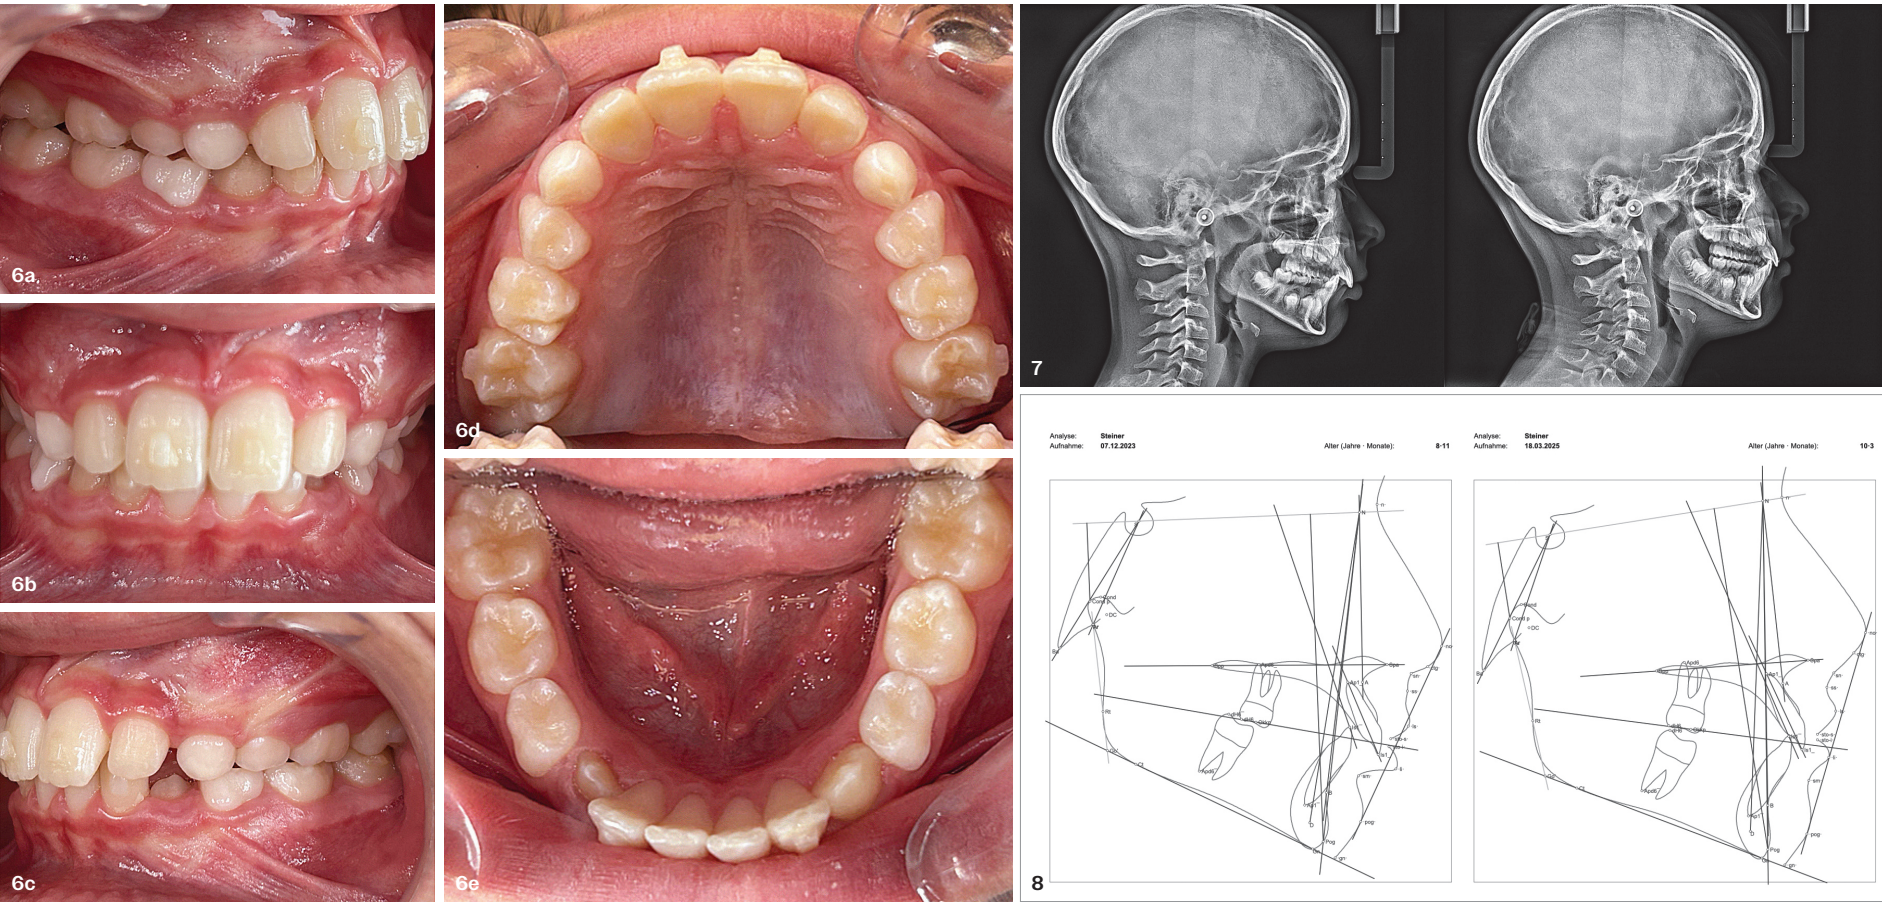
Die Fernröntgenanalyse vor und nach Behandlung.
